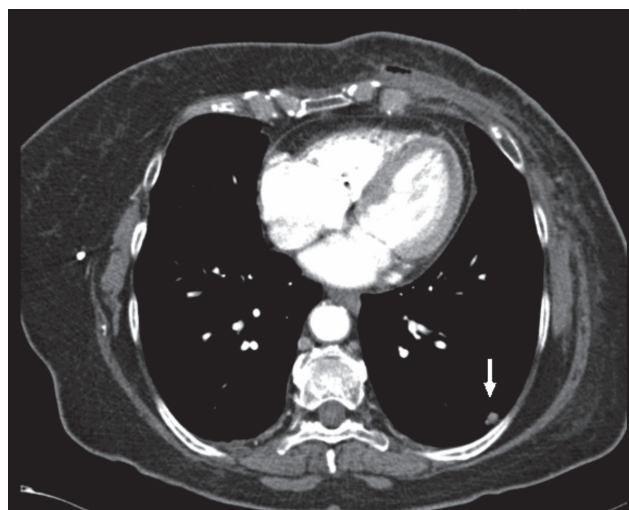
Tomografia computerizzata (TC) polmonare all'inizio della terapia di II linea.
